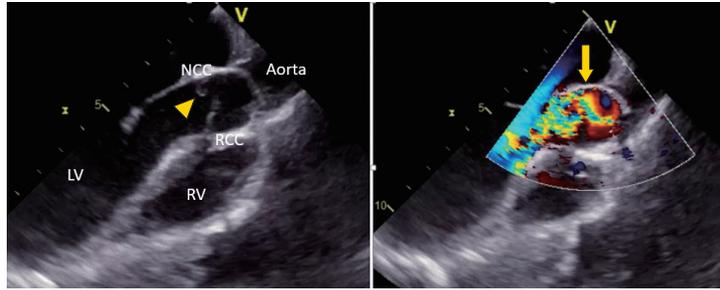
経食道心エコー図 食道中部大動脈弁長軸断面
